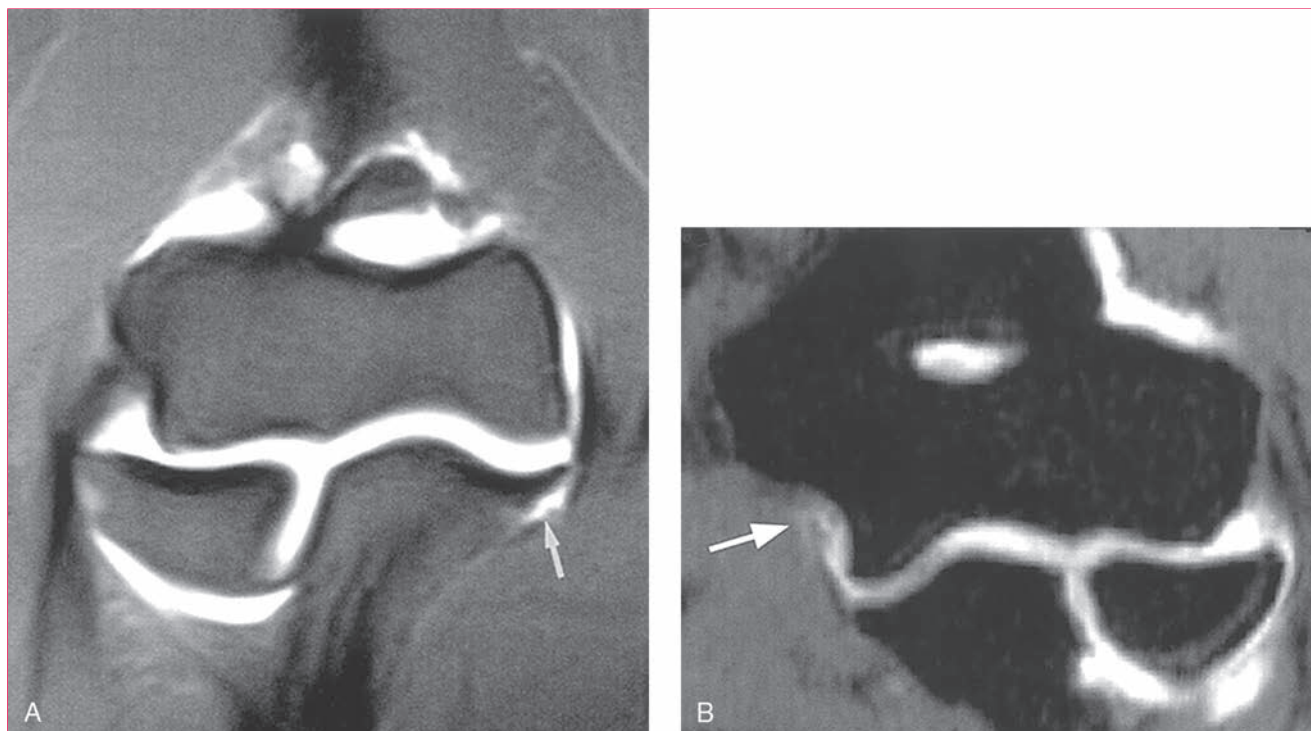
Arthrografía por resonancia magnética de los codos de dos pacientes con inestabilidad en valgo. A, En este caso, el ligamento colateral medial está desgarrado distalmente, lo que permite que se fugue el gadolinio a la zona del cúbito proximal (flecha). B, Se aprecia en este caso el desgarramiento proximal del ligamento colateral medial (flecha).
